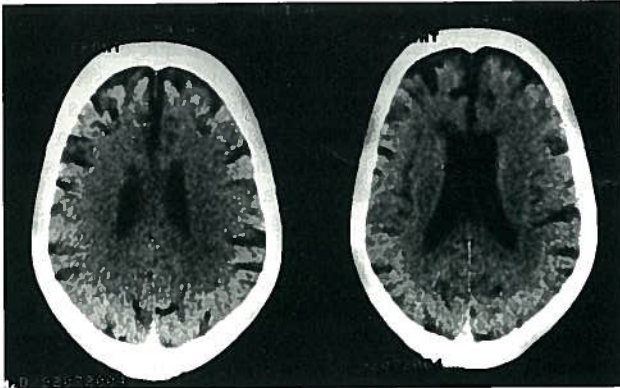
TAC craneoencefálica apresentando moderada atrofia cortical de predomínio frontal.
